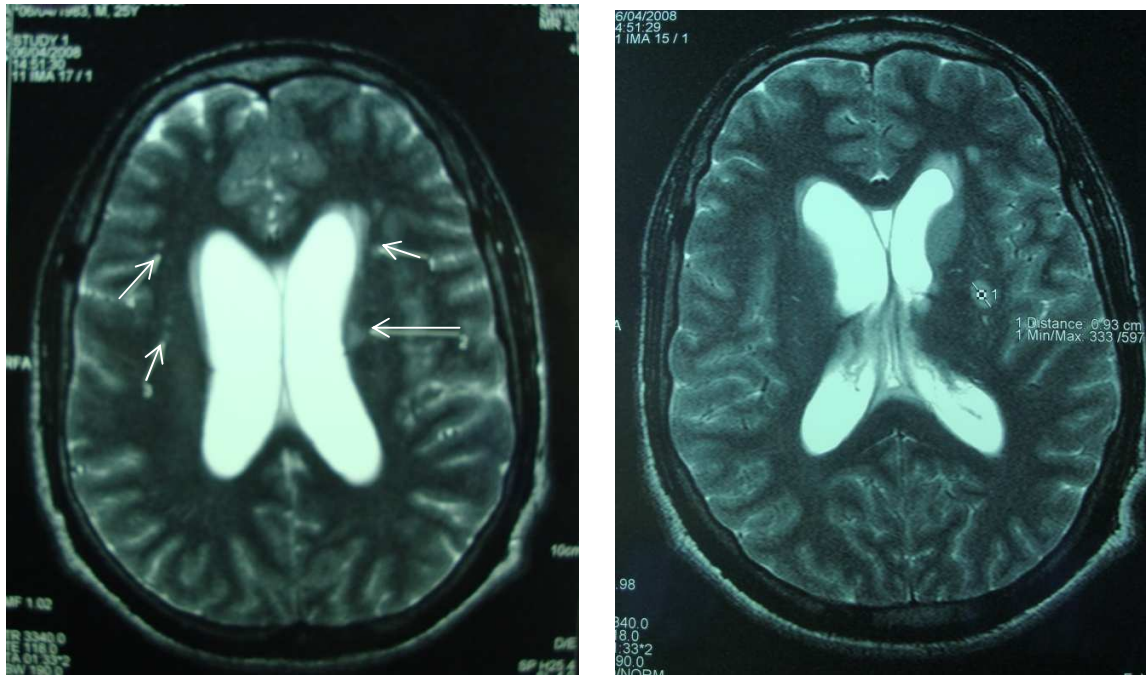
Coupes axiales d'une IRM encéphalique en pondération T2 : Présence de plusieurs images en hyposignal au niveau du thalamus et des noyaux lenticulaires (flèches)
